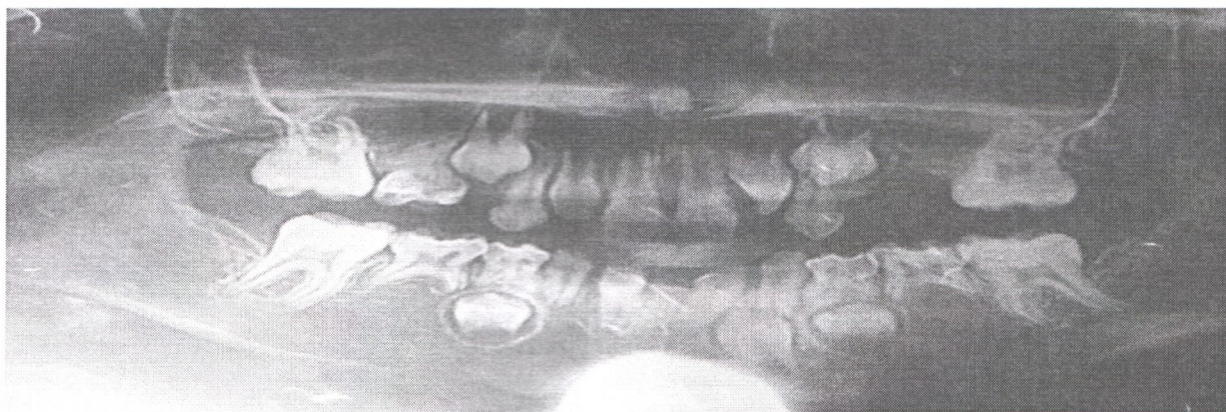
Панорамний рентгенівський знімок (первинна часткова адентія постійних зубів 1.3, 1.5, 2.4, 2.5, 3.1, 3.5, 4.1, 4.3, 4.5).
